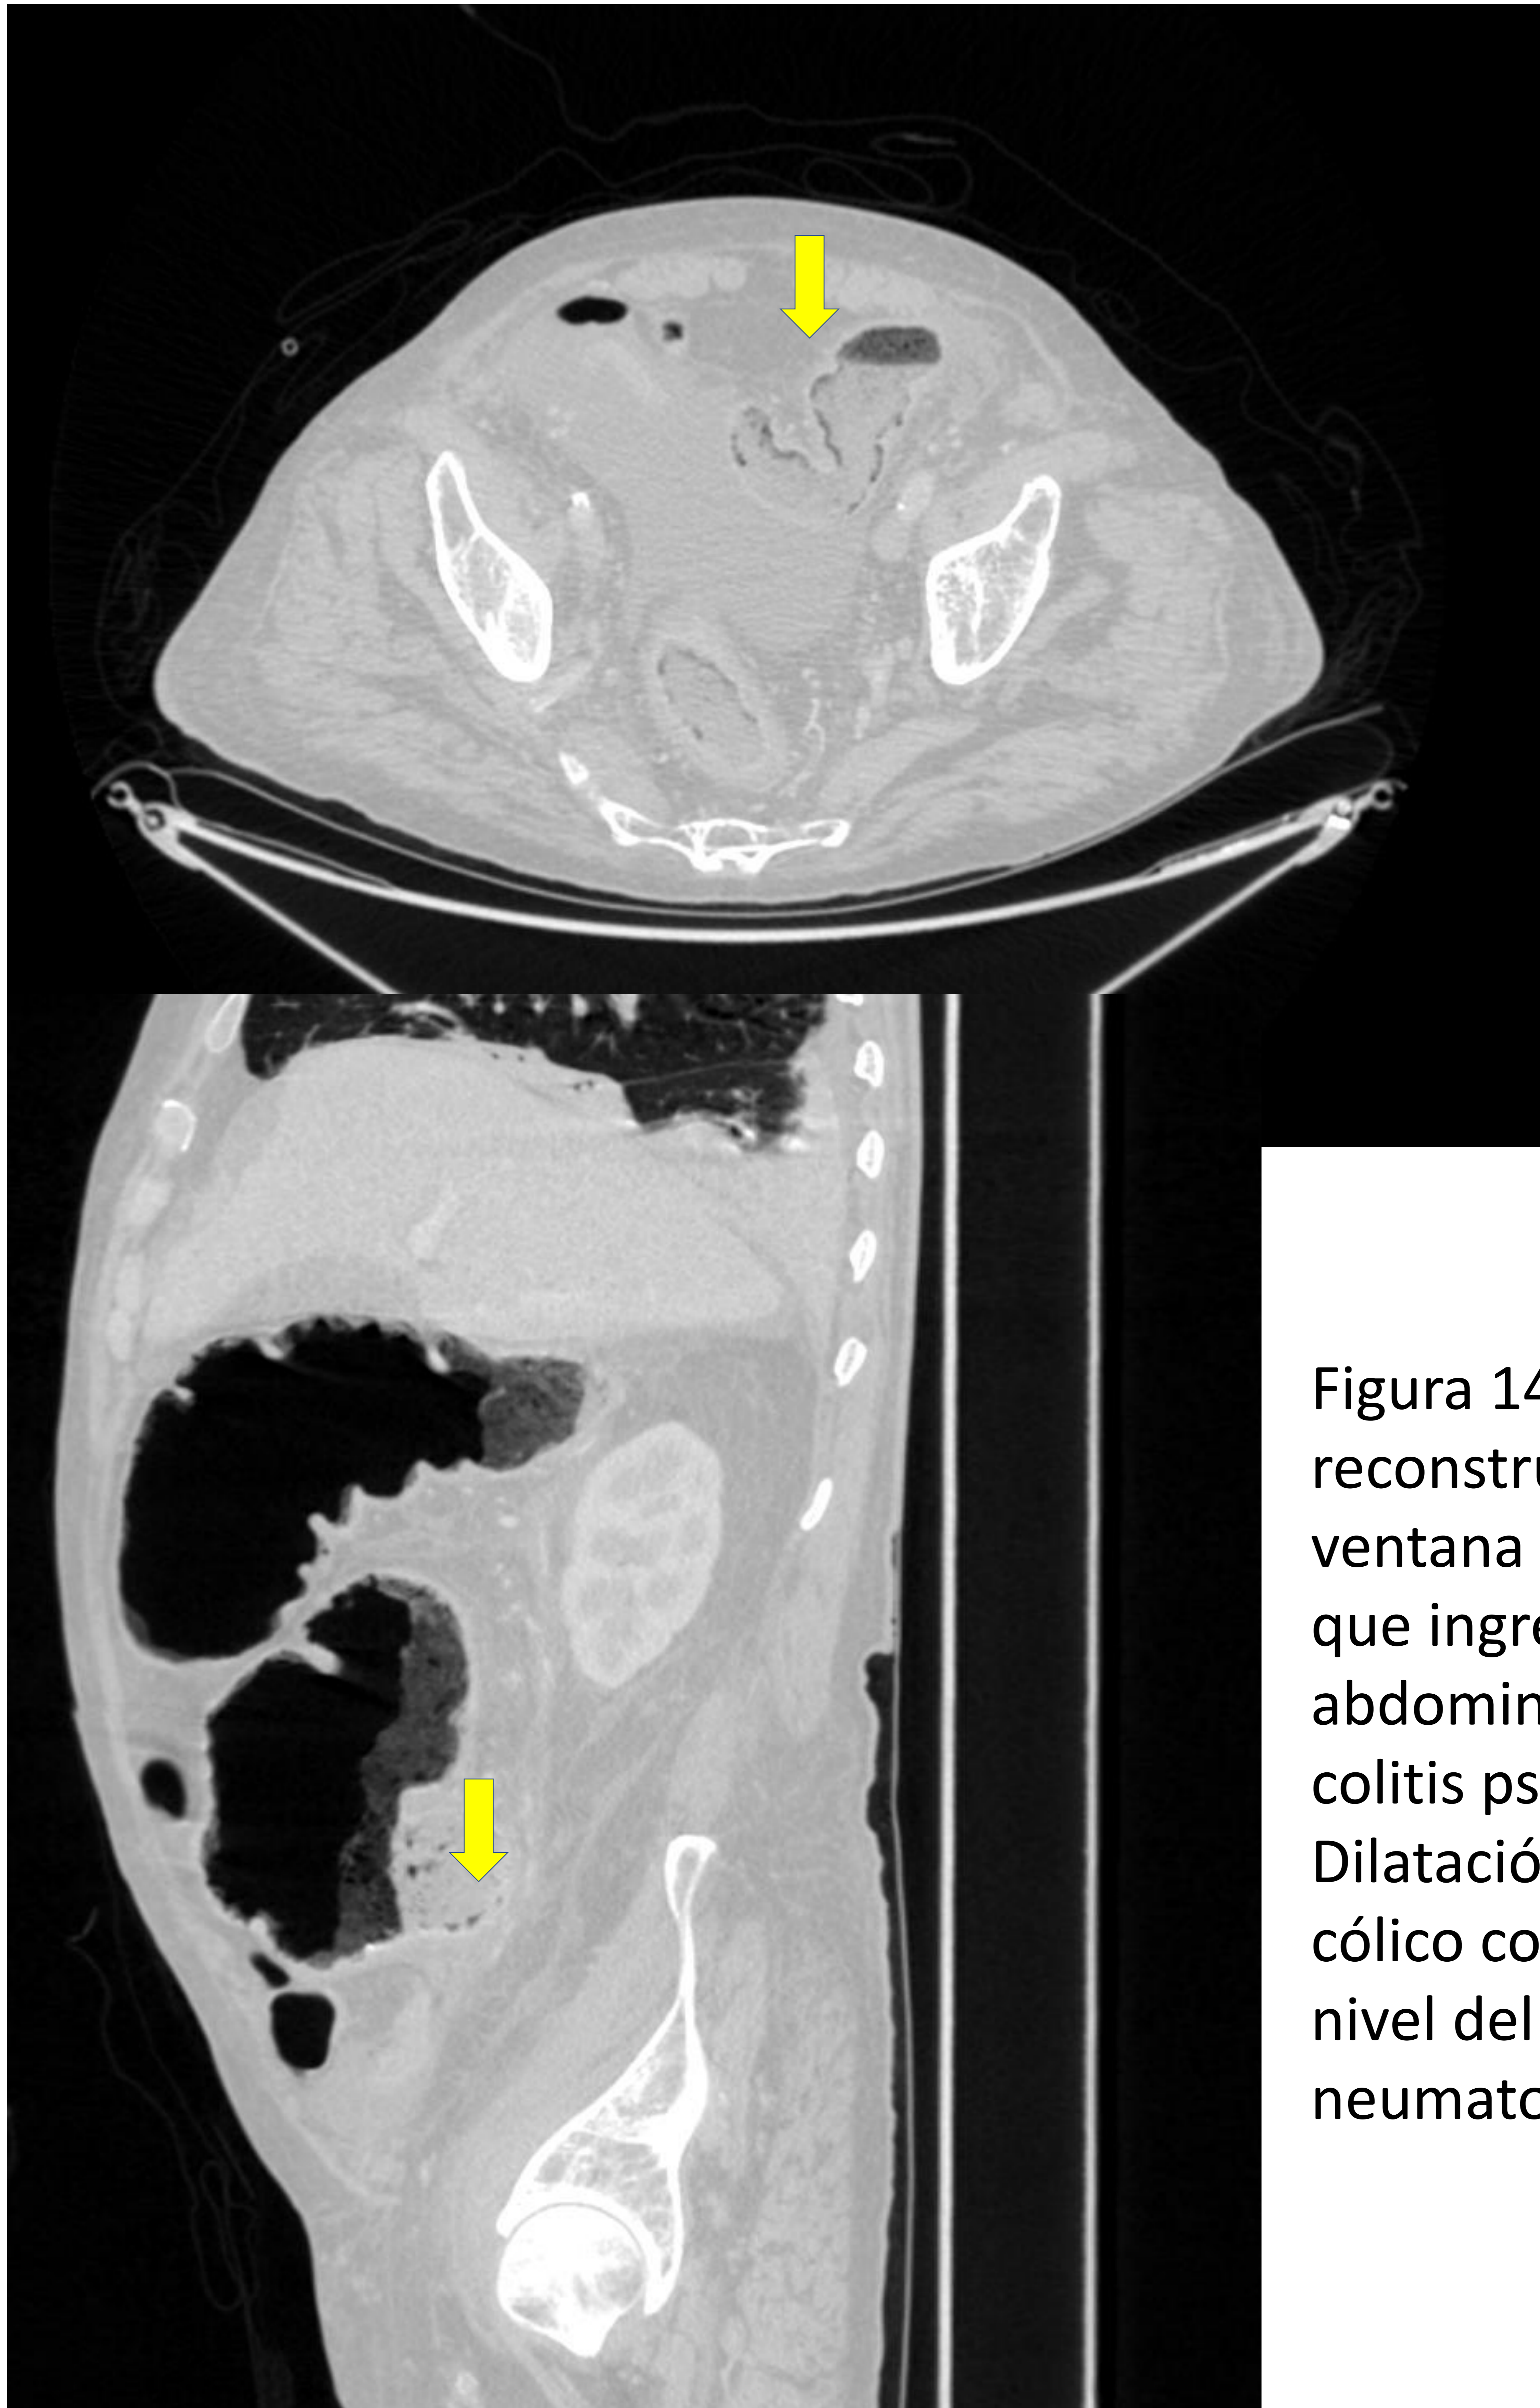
TC axial y reconstrucción sagital con ventana de pulmón. Paciente que ingresa por sepsis de origen abdominal en el contexto de colitis pseudomembranosa. Dilatación de todo el marco cólico con edema de pared a nivel del sigma e imágenes de neumatosis intestina
